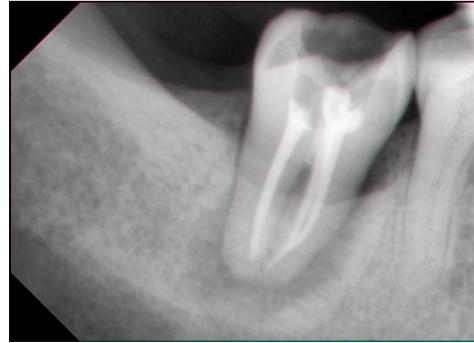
Контрольная рентгенограмма зуба 47 после пломбирования корневых каналов
